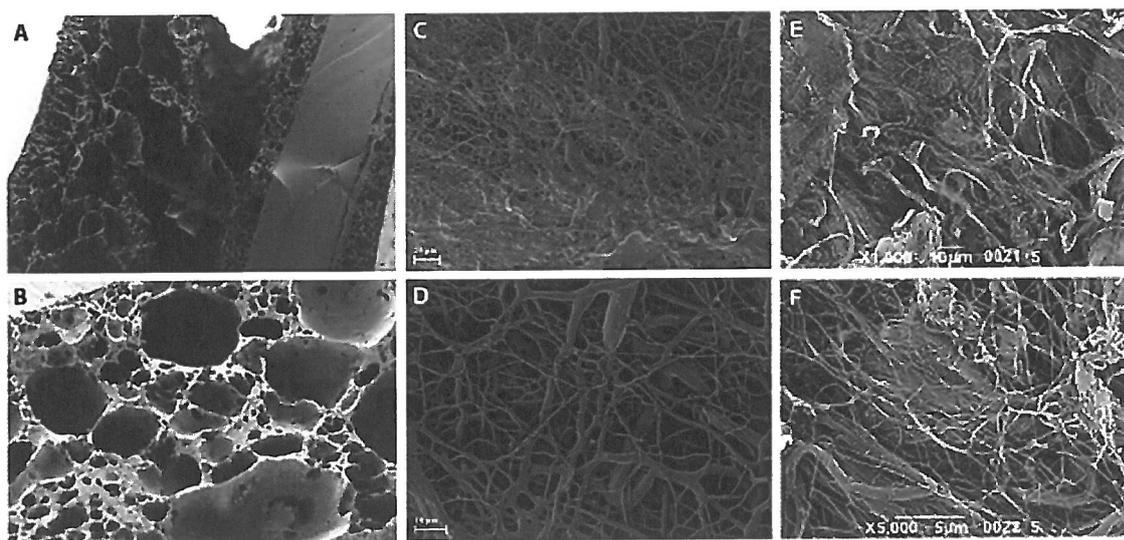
Ультраструктурное сравнение нанокомпозитов POSS-PCE (сегменты А, В) и ПЭТ (сегменты С, D). ПЭТ нанокомпозиты лучше имитируют внешний вид натуральной трахеи человека после удаления клеток (сегменты E, F).
